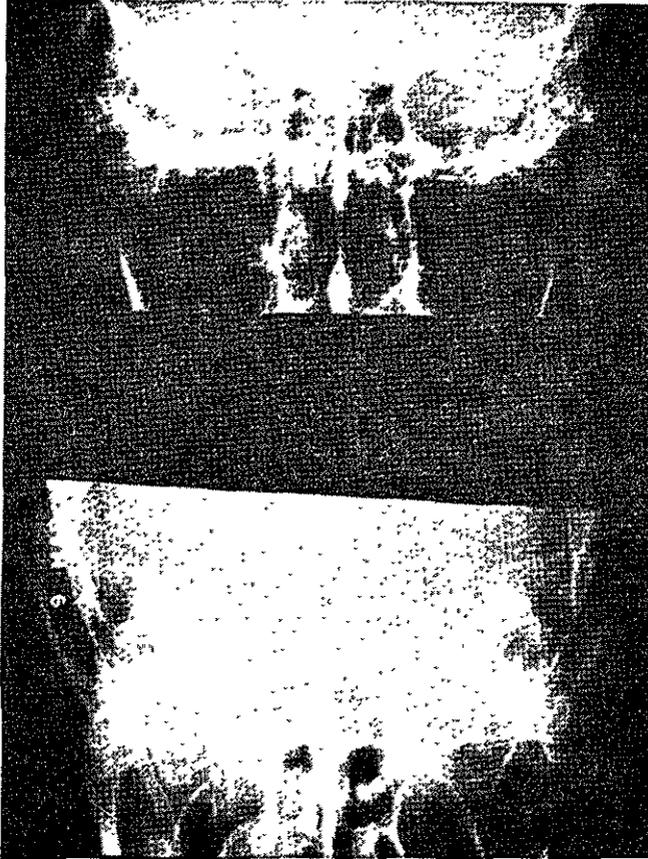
Radiografía en proyección de Towne evidenciando erosión de la punta del peñasco derecho.
